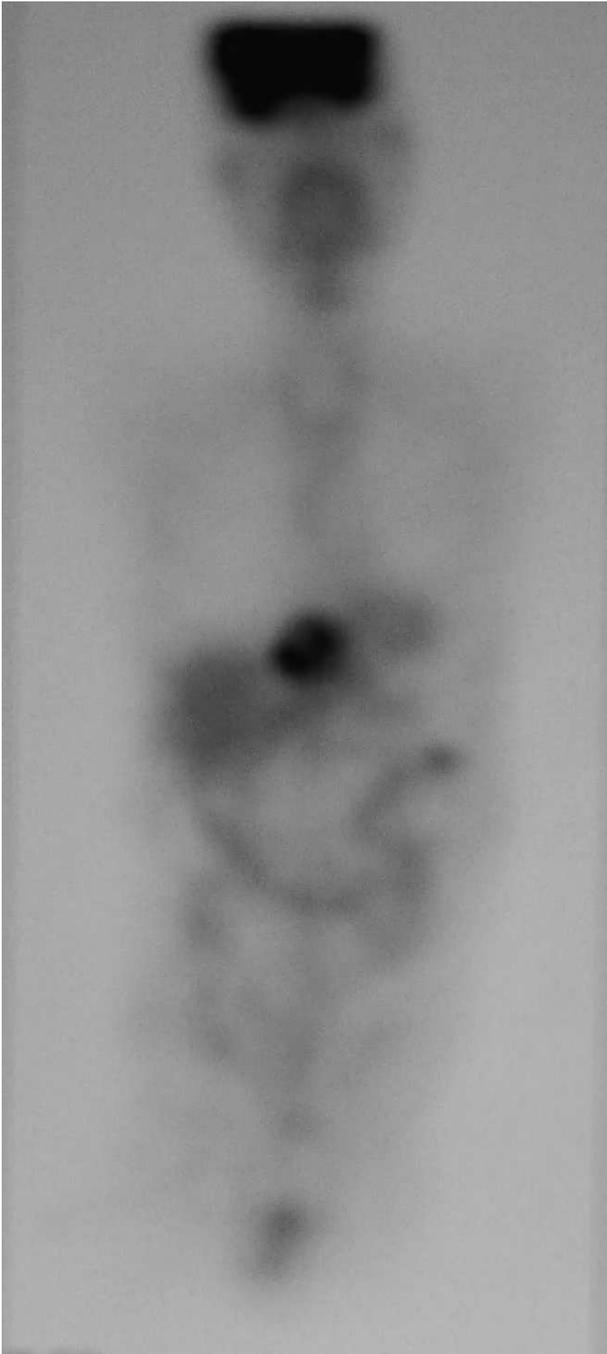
Captación en el xifoides de la tomografía por emisión de positrones.
